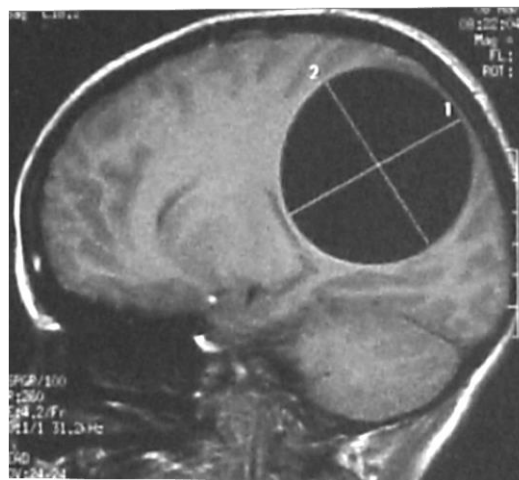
IRM en séquence T1, formation pariétale gauche bien limitée hypointense.
